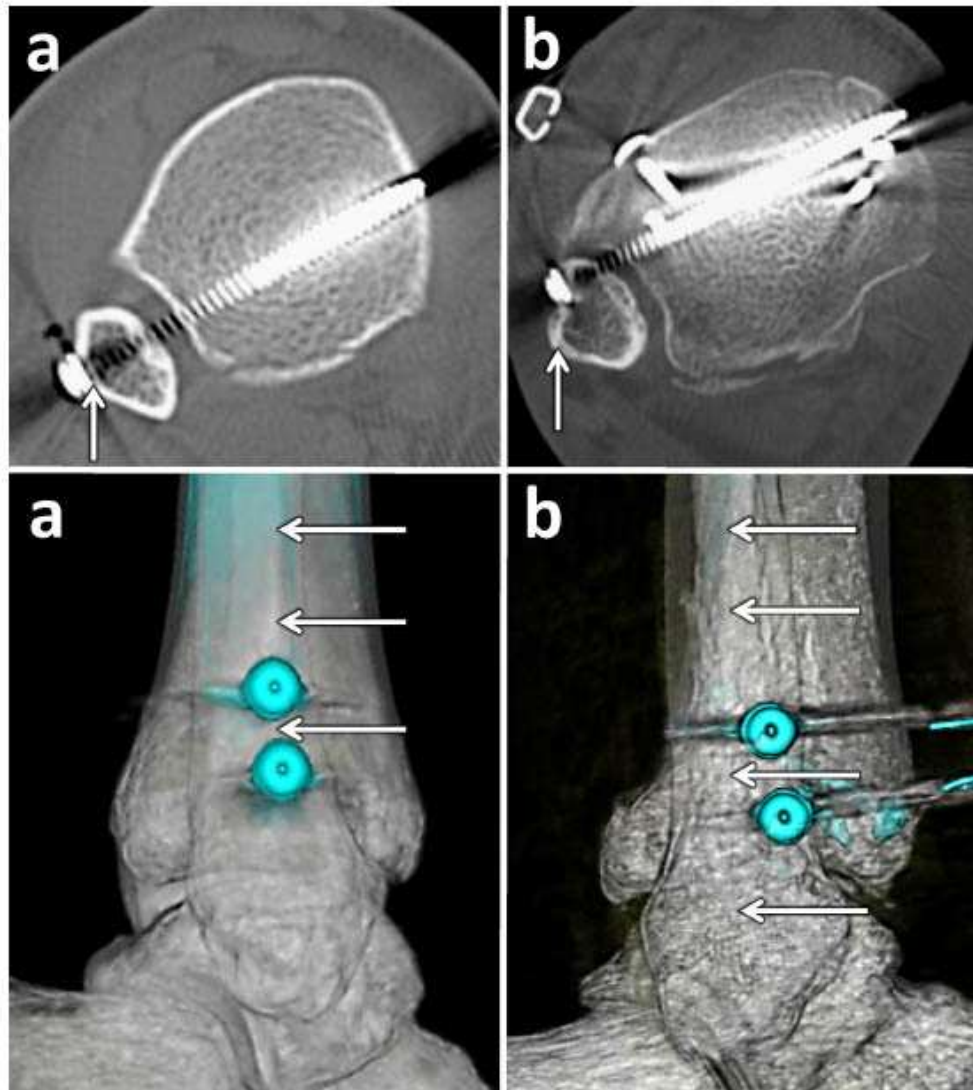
Placement of syndesmotic screws on CT axial scan and 3D CT reconstruction. a Proper entry points on the lateral malleolar crest (LMC); b incorrect entry points on the anterolateral surface. White arrows—LMC
